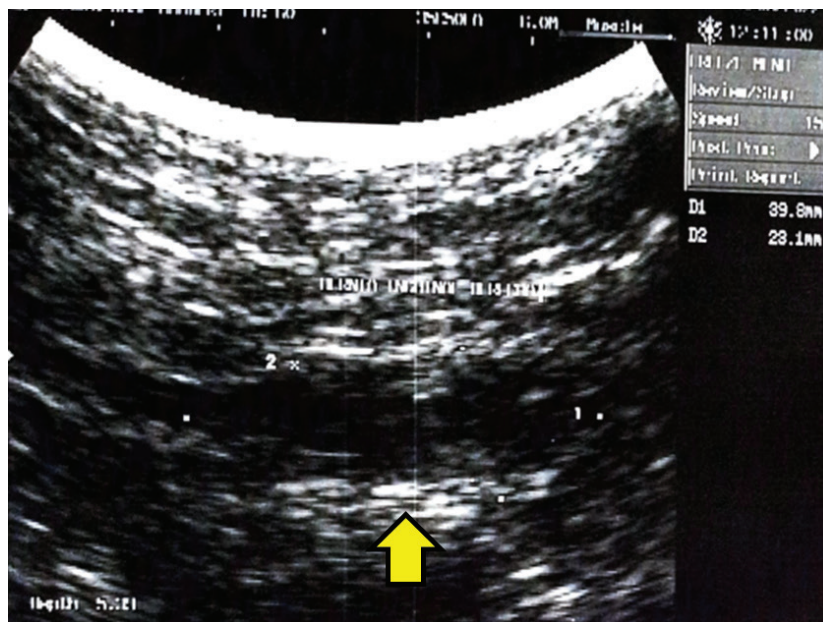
Ultrasonido de piel y partes blandas de región inguinal derecha. Se utilizó un transductor de 6.0 Megahercios multifrecuencia. Se evidenció imagen hipocóica de 4,0 cm x 2,3 cm.
